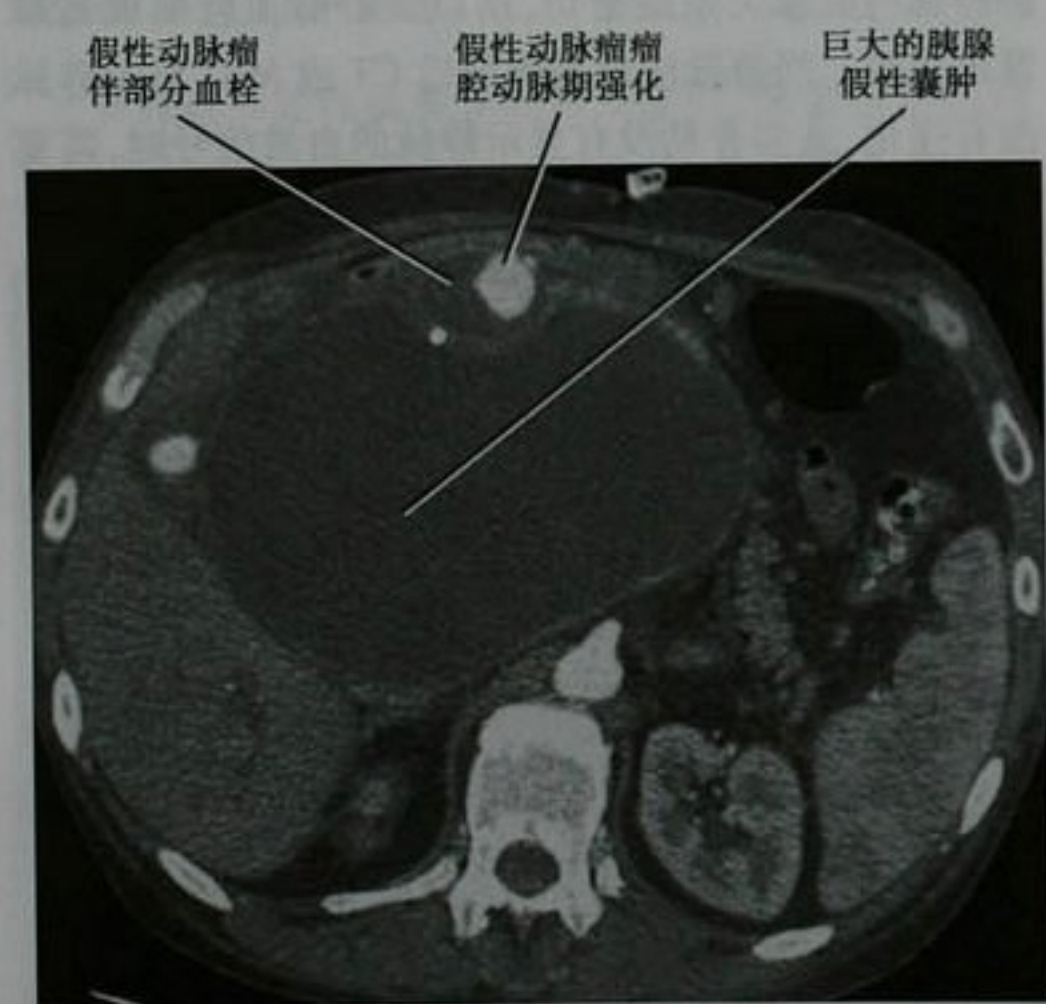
伴有胃十二指肠动脉的假性动脉瘤和巨大胰腺假性囊肿患者,上腹部增强横断面 CT 图像。患者成功的接受了假性动脉瘤的弹簧栓塞治疗和假性囊肿的经皮穿刺引流
